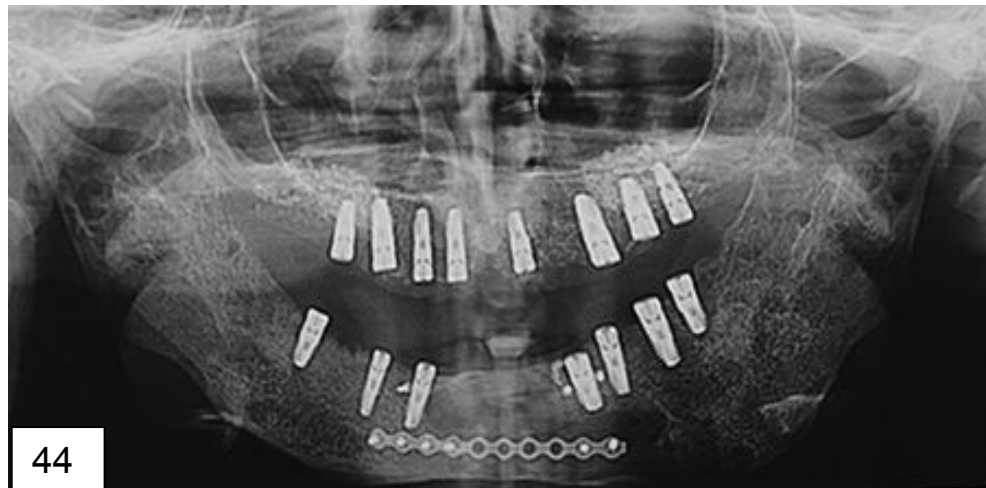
Radiografía panorámica que muestra la osteointegración de los implantes.²¹
